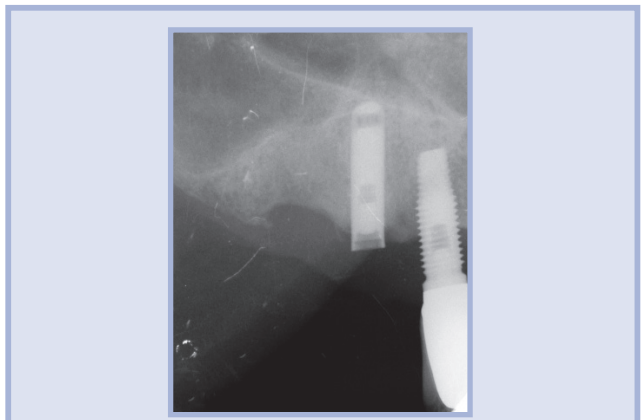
Quadro radiografico iniziale
